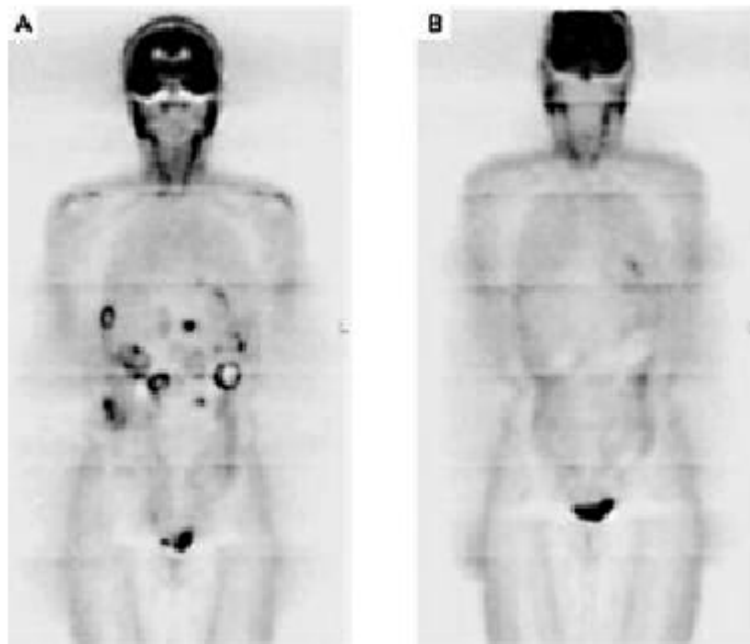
PET-scan de la première patiente atteinte de tumeur stromale digestive [121]:
